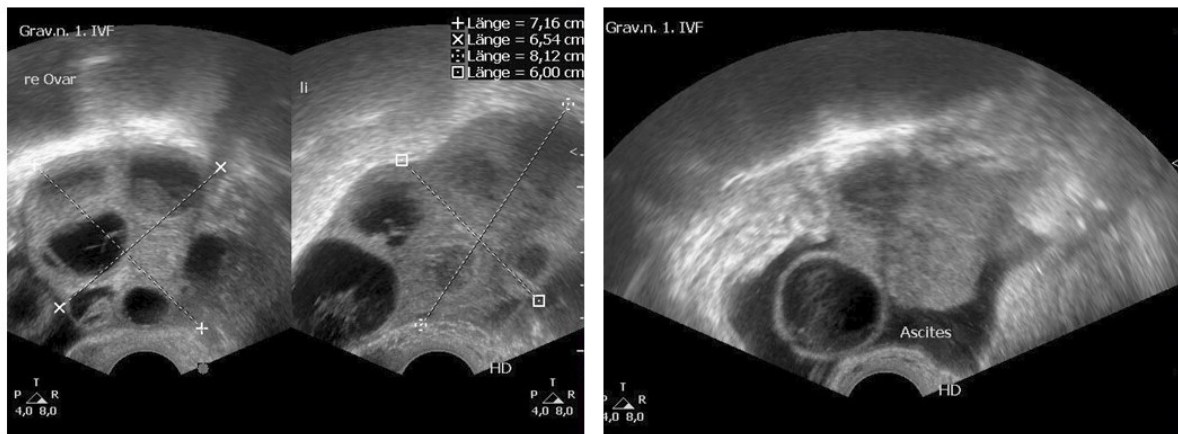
Sonografischer Befund eines late onset OHSS, links mit vergrößerten Ovarien und rechts mit Nachweis von Ascites (PF Rostock)
